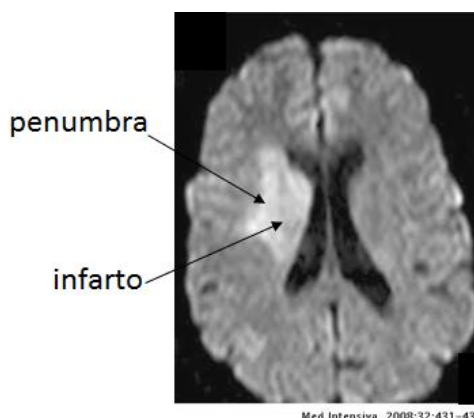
Resonancia magnética (RM) de difusión en ictus isquémico. La imagen muestra una RM de difusión en un ictus isquémico donde se aprecia la hiperseñal del área de infarto y entorno a ella, una zona de menor señal correspondiente al área de penumbra. Modificado de Navarrete P et al. (5)
